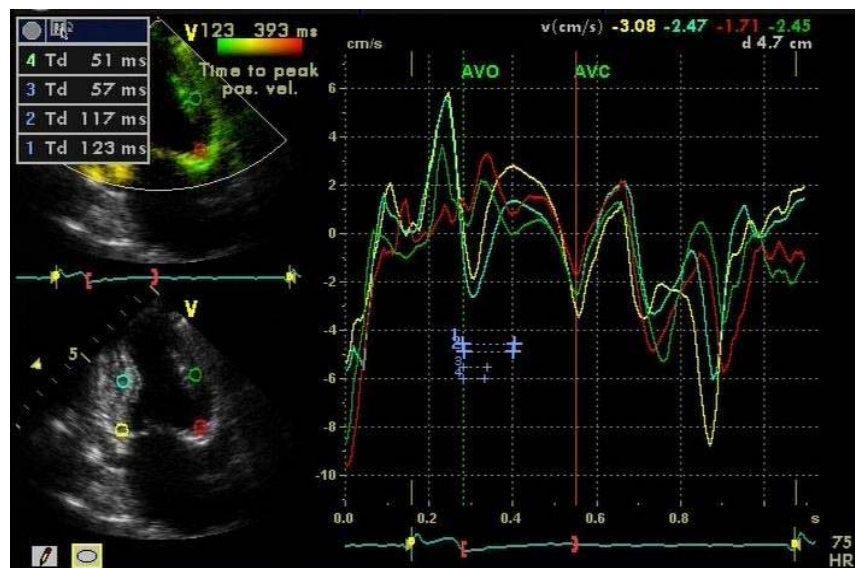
Exame do paciente nº 39. Técnica da TSI mostrando dissincronia entre as porções basal e medial das paredes anterior e inferior, analisadas no corte apical 2C. AVO: abertura da valva aórtica; AVC: fechamento da valva aórtica.
